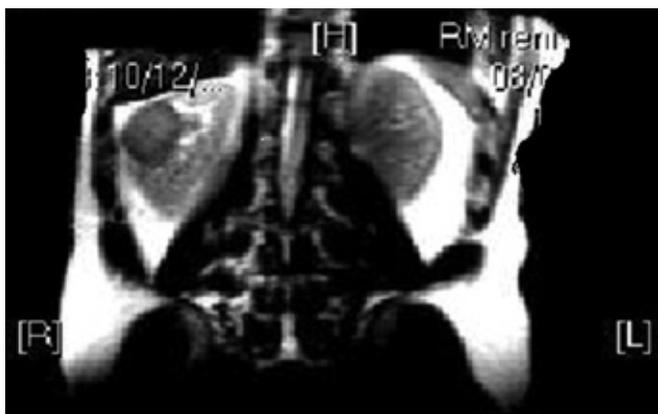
RM addome: cisti settata (DT 53 mm; DAP 61 mm; DL 50 mm) in sede meso-renale destra, lieve ispessimento parietale, e millimetrico (8 mm) gettone solido lungo il margine posteriore.
